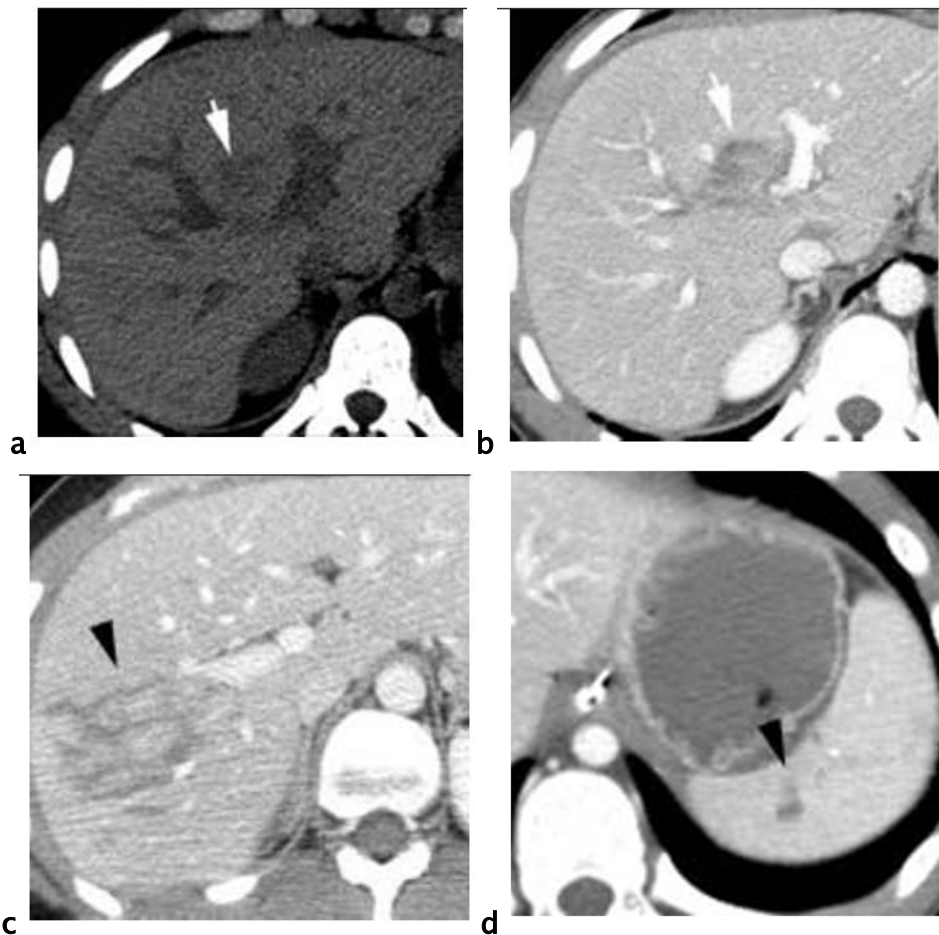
Contusion hépatique (a-b) et lacération splénique (c-d) en TDM.
